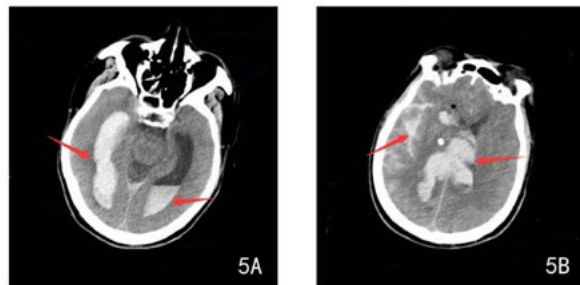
支架植入术后,头颅CT示脑室出血、蛛网膜下腔出血征象(图中箭头所示)
